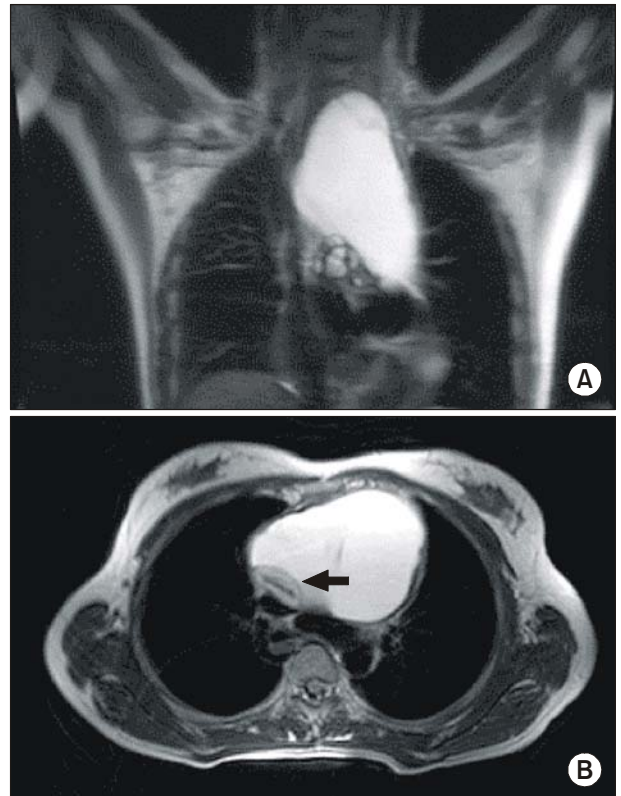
MRI findings. (A) The first image shows an 8×11×15 cm-sized, relatively well-margined, lobulated and septated cystic mass in the anterior mediastinum. (B) The transaxial image shows fat-suppression signal (arrow) within the solid portion of the cystic mass.
